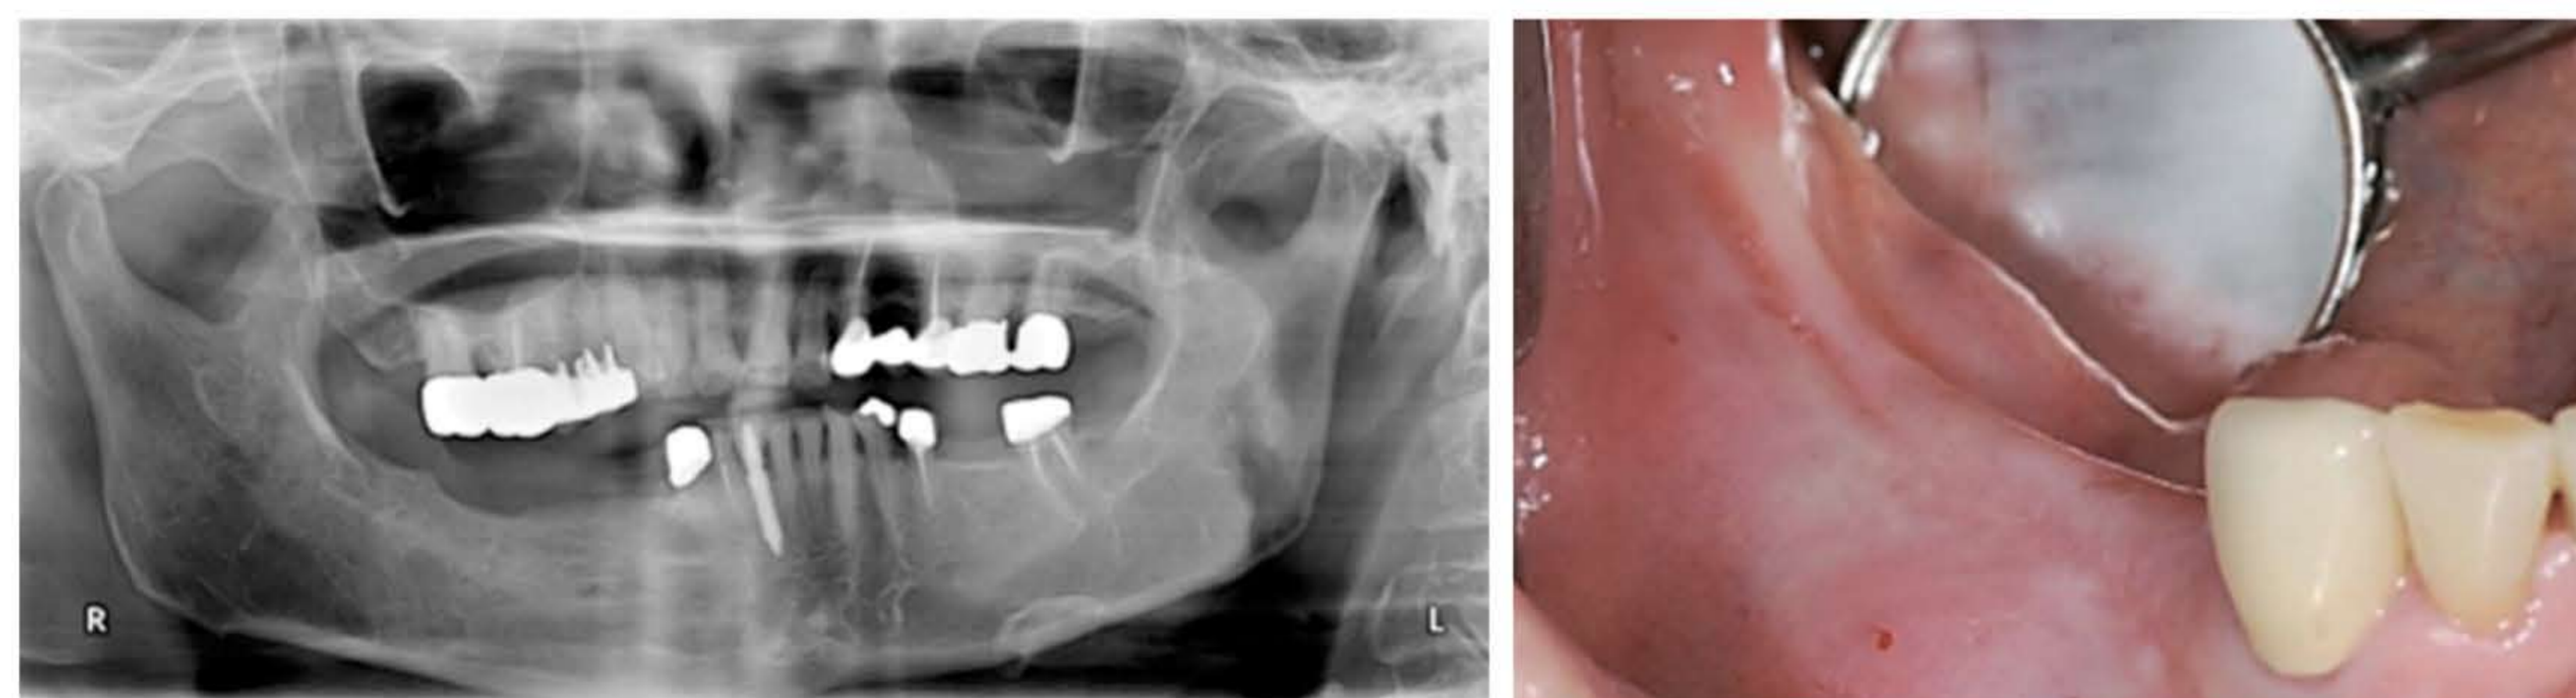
2. Исходная рентгенологическая и клиническая картина.
